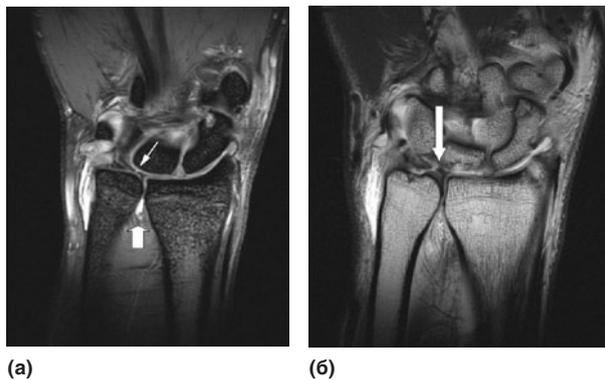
Перфорация ТФХК. (а) МРТ в корональной проекции в режиме T2: разрыв ТФХК (*маленькая стрелка*) и контрастное вещество в дистальном лучелоктевом сочленении (*толстая стрелка*); (б) тот же ТФХК в режиме T1.
